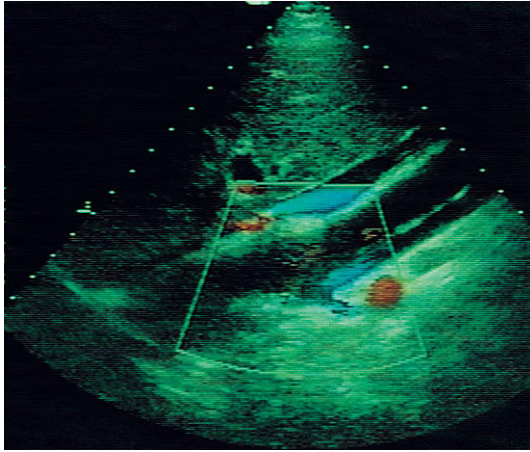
Imagen Doppler de flujo en color de la aorta en un caso de disección aórtica. Hay inversión del flujo en la luz falsa, lo que altera el flujo dentro de la arteria renal izquierda. El flujo invertido queda demostrado (en azul) por debajo del colgajo lineal ecogénico de la disección. De Dubbins³³, con autorización.
